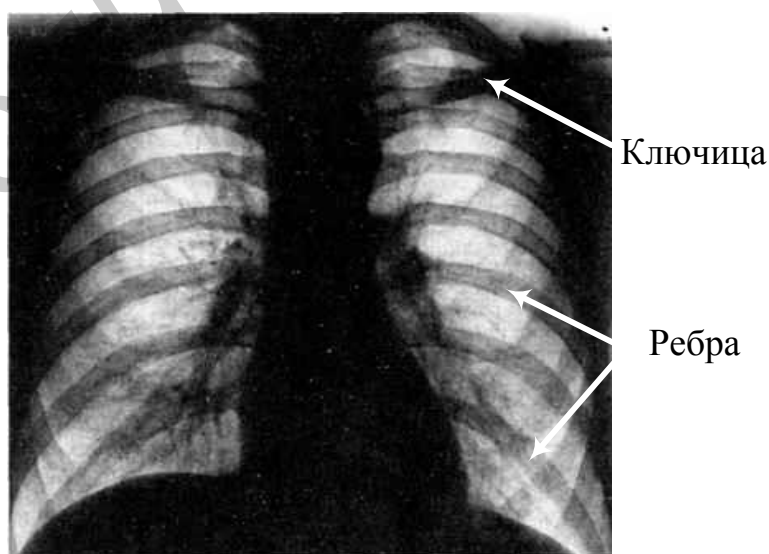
Обзорная рентгенограмма органов грудной полости
